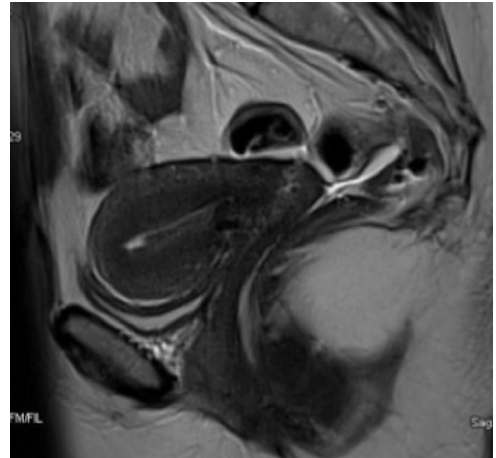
Sagittal T2A (a) ve postkontrast T1A (b) MRG'de, korpus ön kesiminde içinde miyometriyal kistlerin izlendiği asimetrik fokal adenomyom. MRG, manyetik rezonans görüntüleme.
